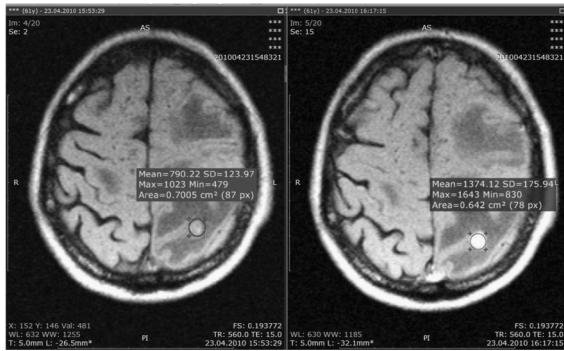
Выделение опухолевого очага для расчета индекса усиления T₁-взвешенного МРТ-изображения при очаговом метастатическом накоплении Mn-глюконата у пациента с множественными церебральными метастазами рака почки
